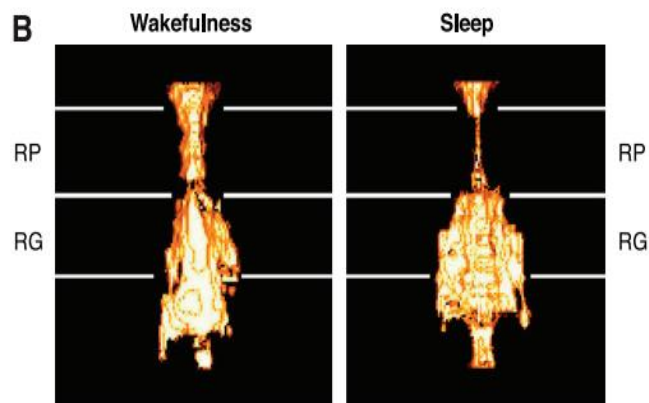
dépendance d'état de la taille des voies aériennes supérieures chez un sujet normal telle qu'évaluée par des reconstructions tridimensionnelles d'images IRM.(11)
